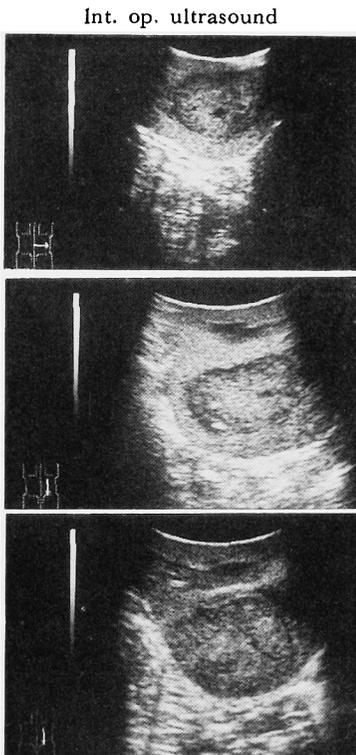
Intraoperative ultrasound of RCC showed clear margin.
